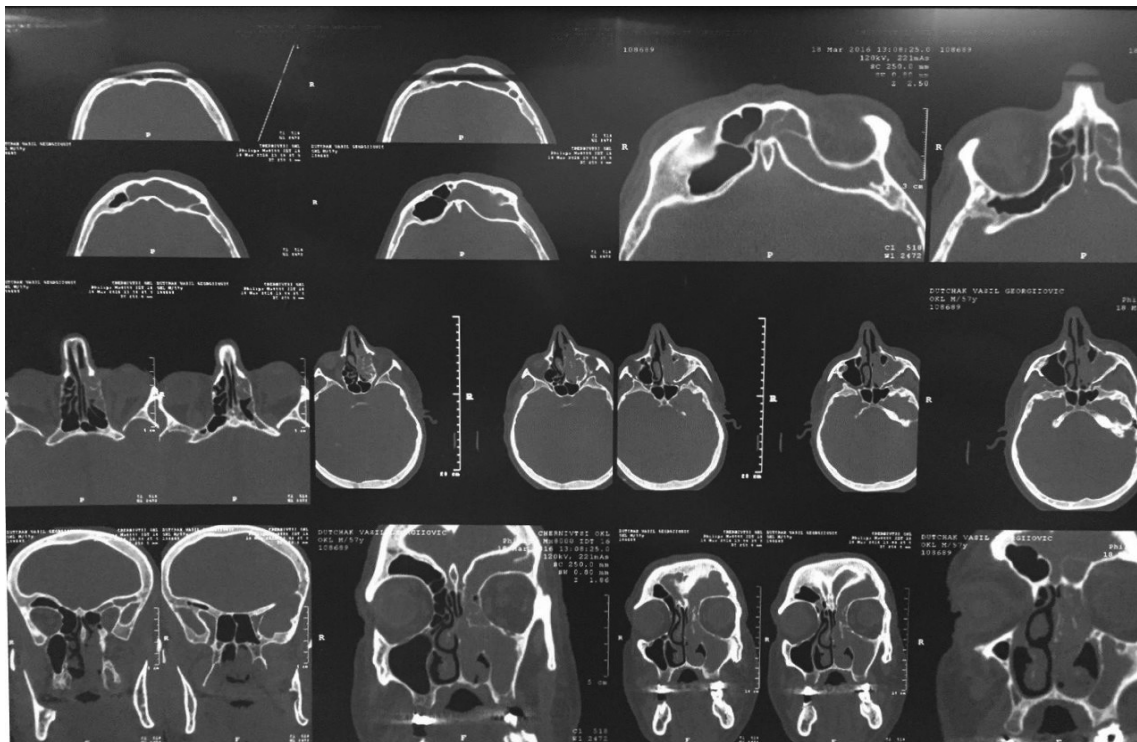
Комп'ютерна томографія голови
